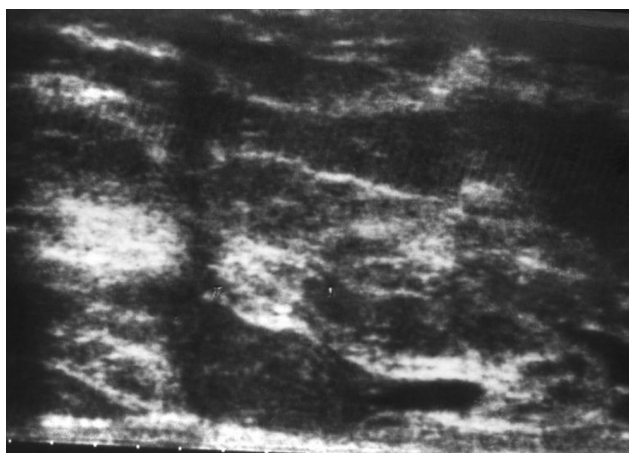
Ultrasonographic examination showing solid hypoechoic mass.
